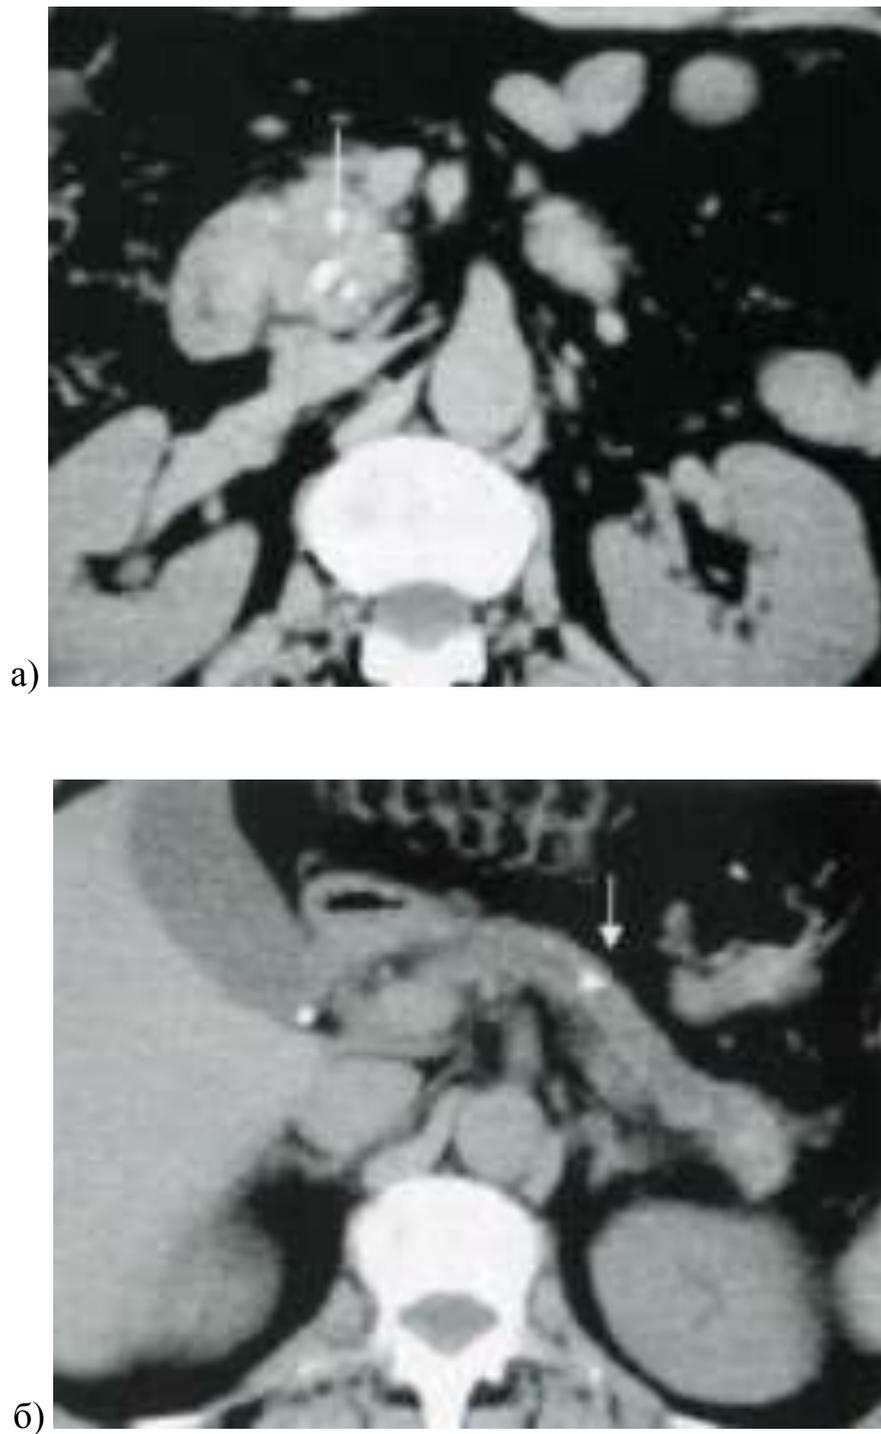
Комп'ютерна томограма черевної порожнини та за очеревинного простору хворого М. з алкогольним ХП га тлі ХБ. Визначаються кальцинати в головній панкреатичній протоці на рівні кіла ПЗ та крючкоподібного відростка (позначено стрілками). Протока розширена. Кальцифікати в паренхімі в ділянці крючкоподібного відростка.
